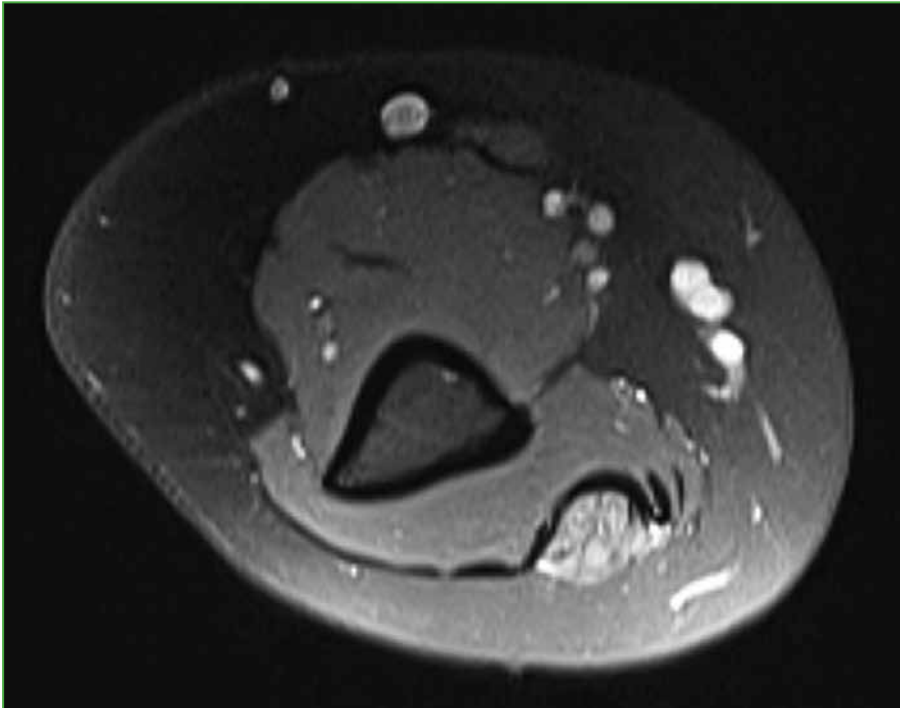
Resonancia magnética, corte axial potenciado en densidad protónica con supresión grasa (2960/29) y T1 (636/13) de la mano derecha.
